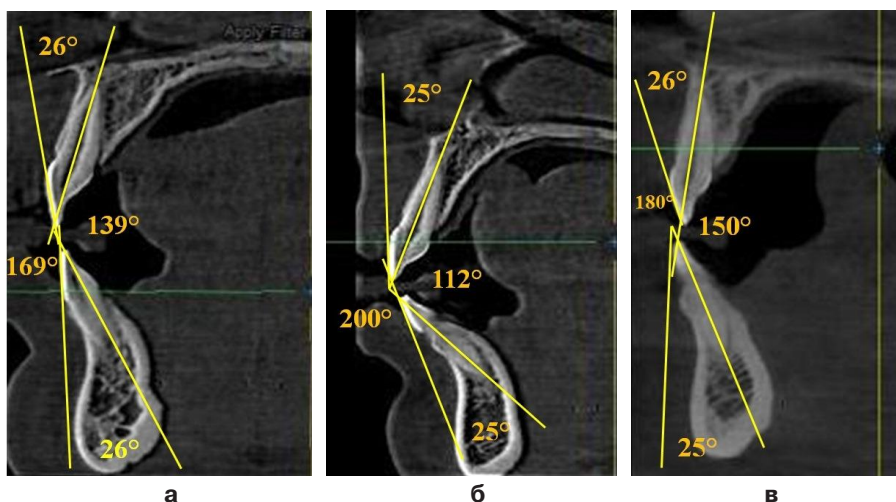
Основные значения торка резцов при мезотрузии (а), протрузии (б) и ретрузии (в)
